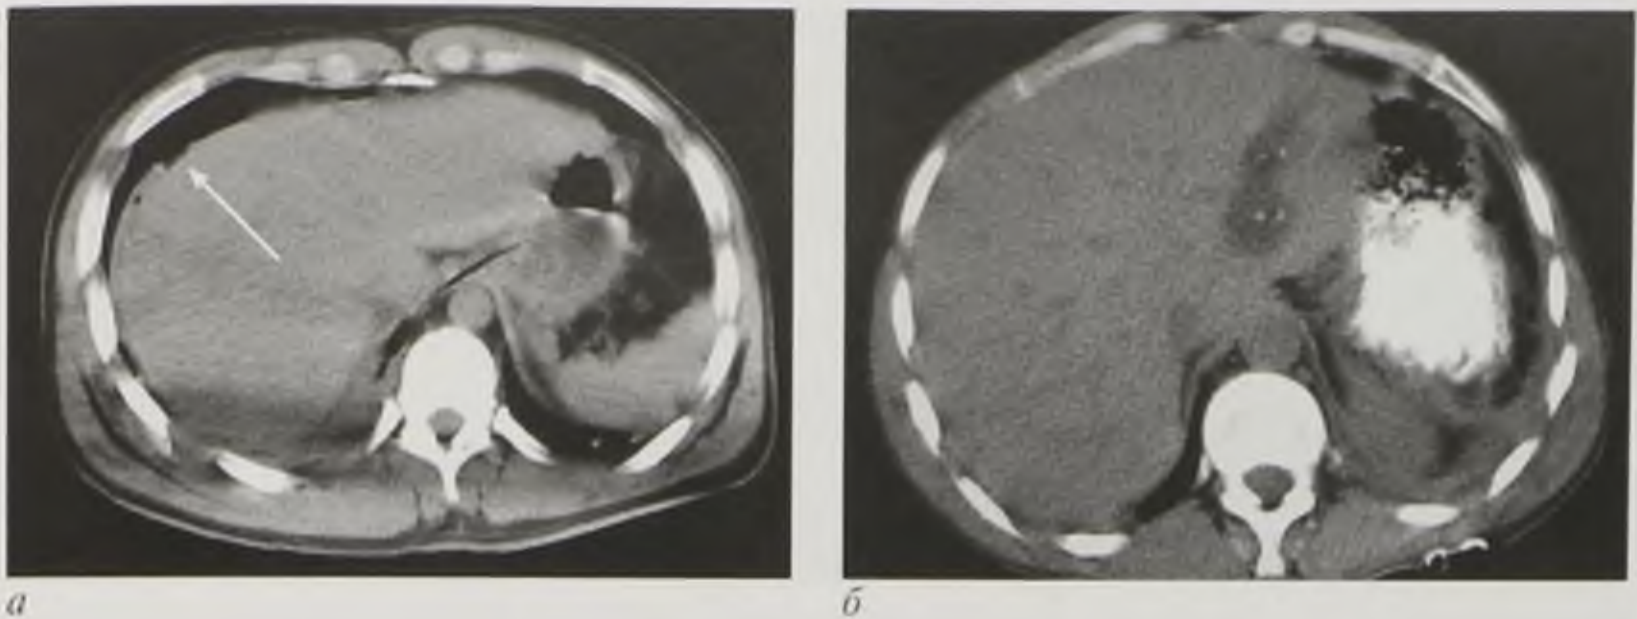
Компьютерные томограммы в аксиальной плоскости: *a* — поверхностный разрыв печени (стрелка); *б* — глубокий разрыв печени
